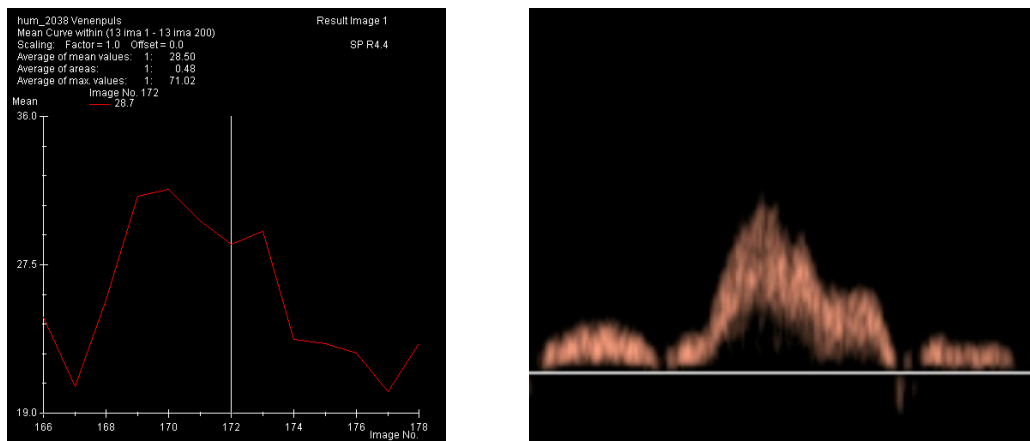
Vergleich der MR-tomographischen (links) und Doppler-sonographischen (rechts) Darstellung der venösen Pulskurve.
